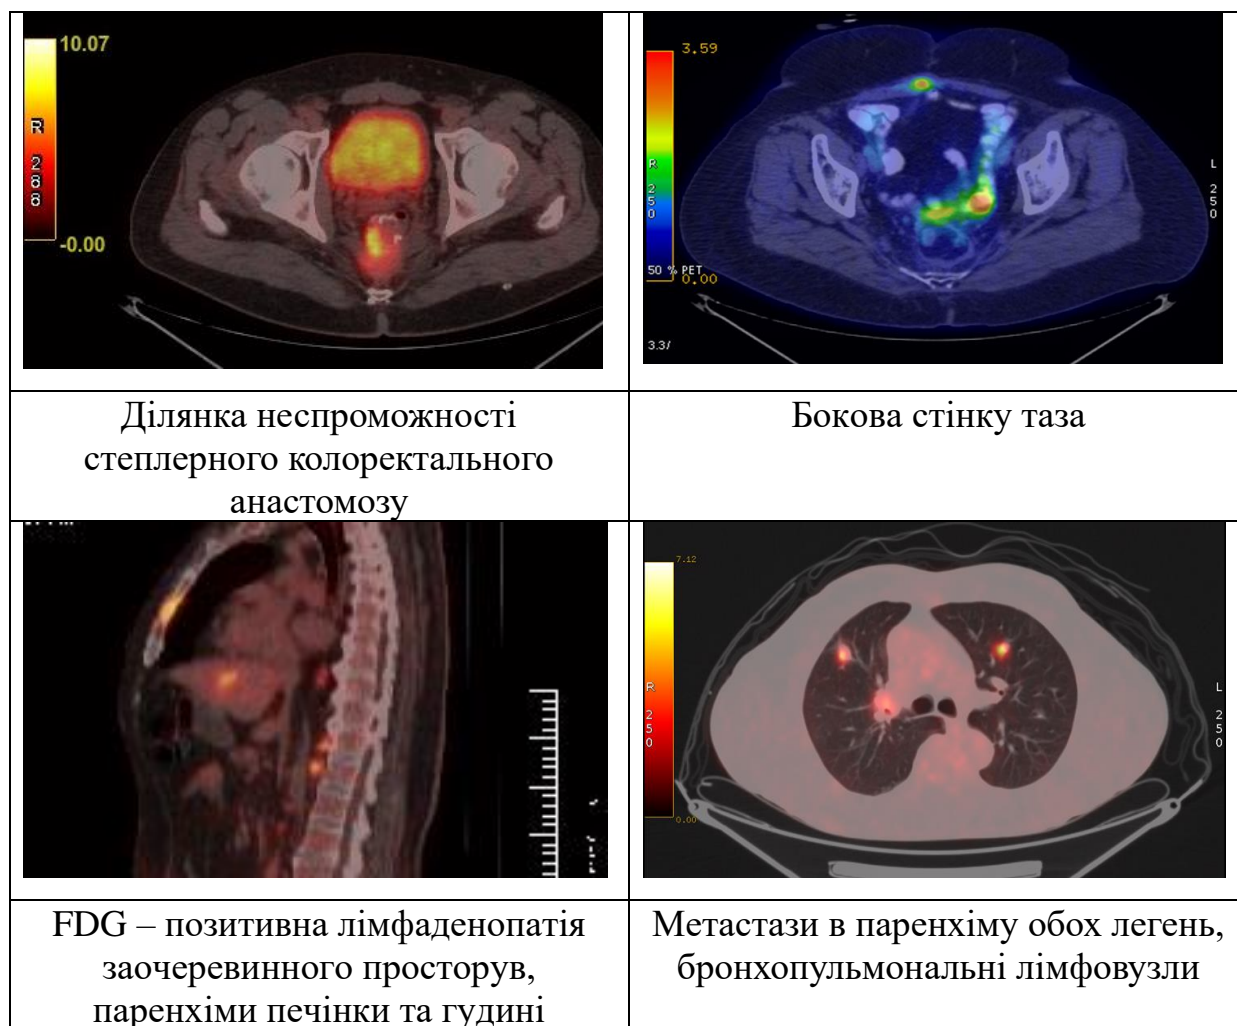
МРТ картина рецидиву та метастазів
